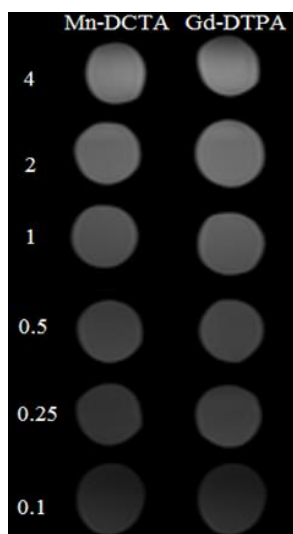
МРТ фантомов, слева приведены концентрации контрастных препаратов, мМоль/л
